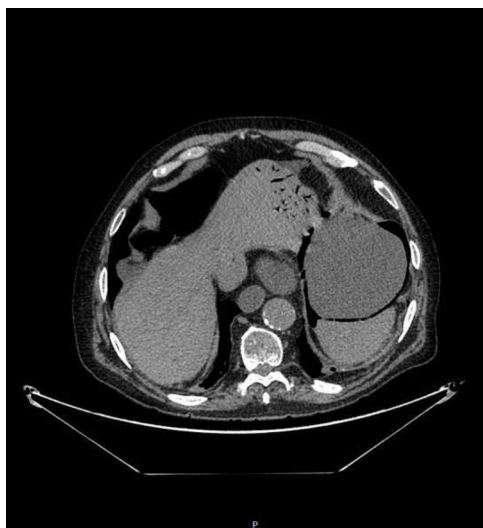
Corte axial de TC abdominal con contraste iv: se observa gas intraparietal en el estómago en abundante cuantía. Dilatación de asas de intestino delgado con un calibre máximo de 4.3 cm. Neumoperitoneo en moderada cantidad adyacente a cuerpo gástrico y pared abdominal anterior.
